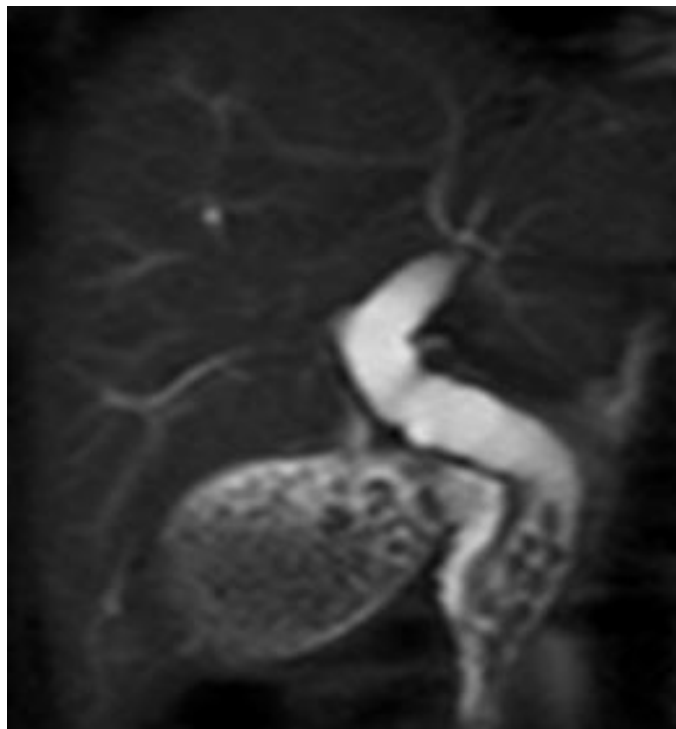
Colangiorresonancia MIP 3D, que muestra importante dilatación de los conductos hepático común y colédoco el cual presenta diez defectos de llenado redondeados en su interior de 2 mm de diámetro en promedio.
